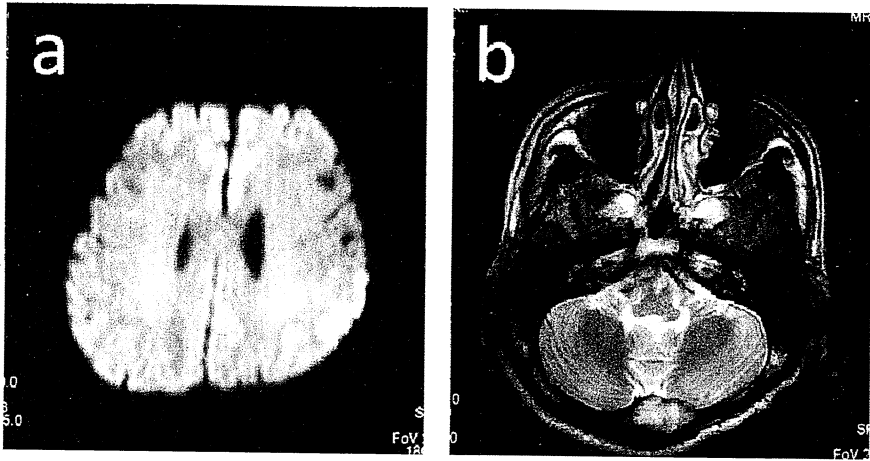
a. 頭部 MRI (拡散強調) 中心後回に一致して高信号が見られる。
